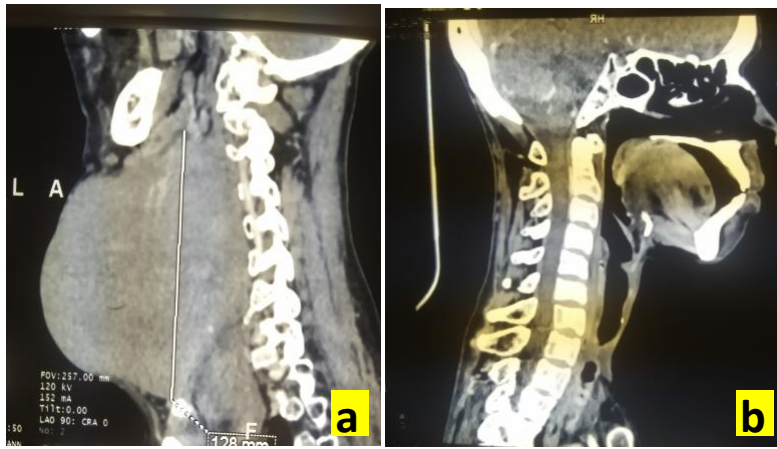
Reconstruction sagittale de la TDM d'une masse cervicale antérieure compressive (a) en rémission complète après radio chimiothérapie (b)
